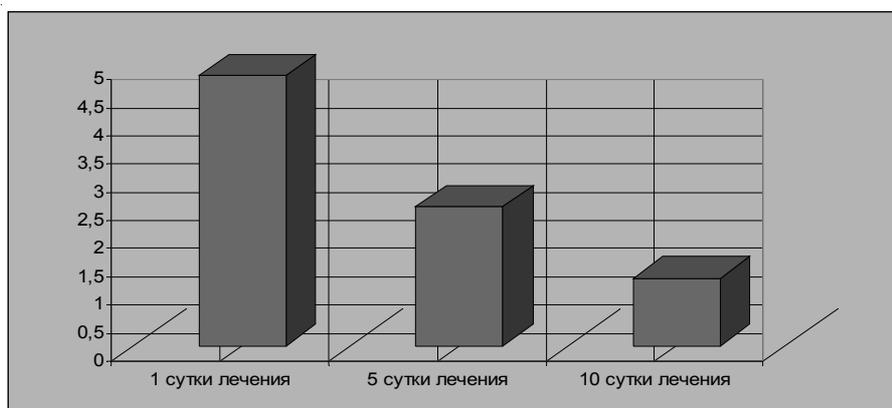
Анализ данных рентгенологического обследования (КТ-околоносовых пазух).
